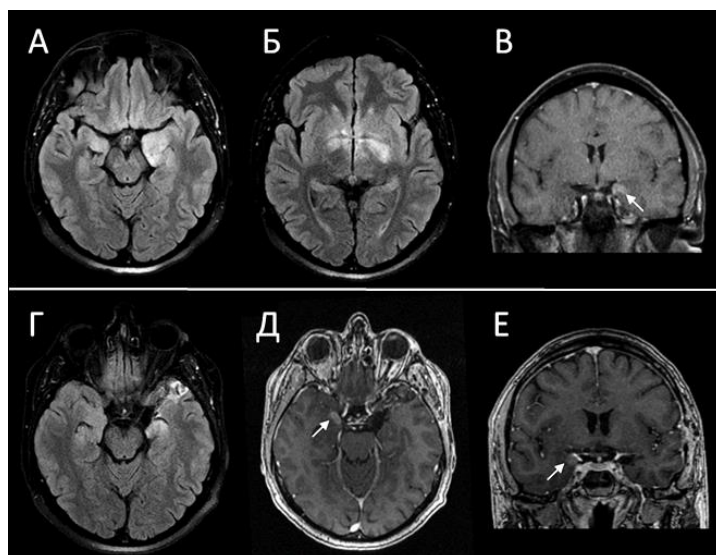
МРТ головного мозга пациента с анти-Ма2 рецидивирующим паранеопластическим АЭ. А-В – 1-й клинический эпизод: А, Б (Т2-FLAIR, аксиальный срез) – асимметричные (S>D) зоны повышения МР-сигнала в медиобазальных отделах височных долей, в проекции базальных ганглиев; В (Т1+С, коронарный срез) – «глыбчатое» накопление КВ в медиальных отделах левой височной доли (стрелка). Г-Д – 2-й клинический эпизод: Г (Т2-FLAIR, аксиальный срез) – зона слабopовышенной интенсивности МР-сигнала в медиальных отделах и крючке правой височной, зона неоднородной интенсивности МР-сигнала, послеоперационные изменения в левой височной области; Д (Т1+С, аксиальный срез), Е (Т1+С, коронарный срез) – диффузное накопление КВ в медиальных отделах правой височной доли (стрелка).
